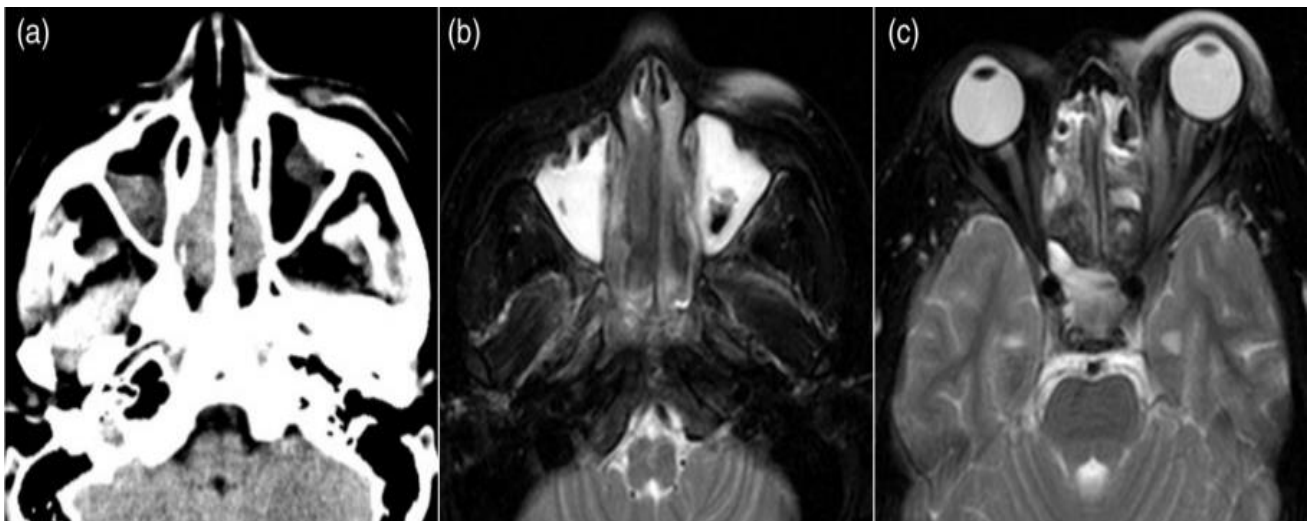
lymphome T/NK extranodal chez un jeune de 15 ans, a : Cliché TDM ; b: cliché d'IRM T2; c: Cliché d'IRM en T1 [140]
